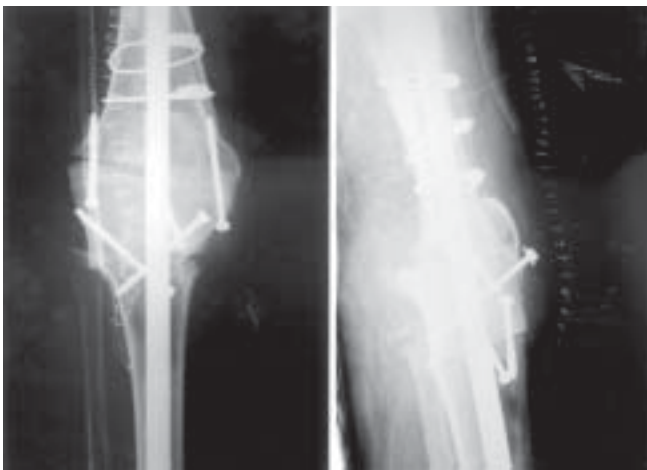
Radiografías de control tras realizar artrodesis de rodilla, cerclaje de fractura femoral y colocación de injerto intercalado.
